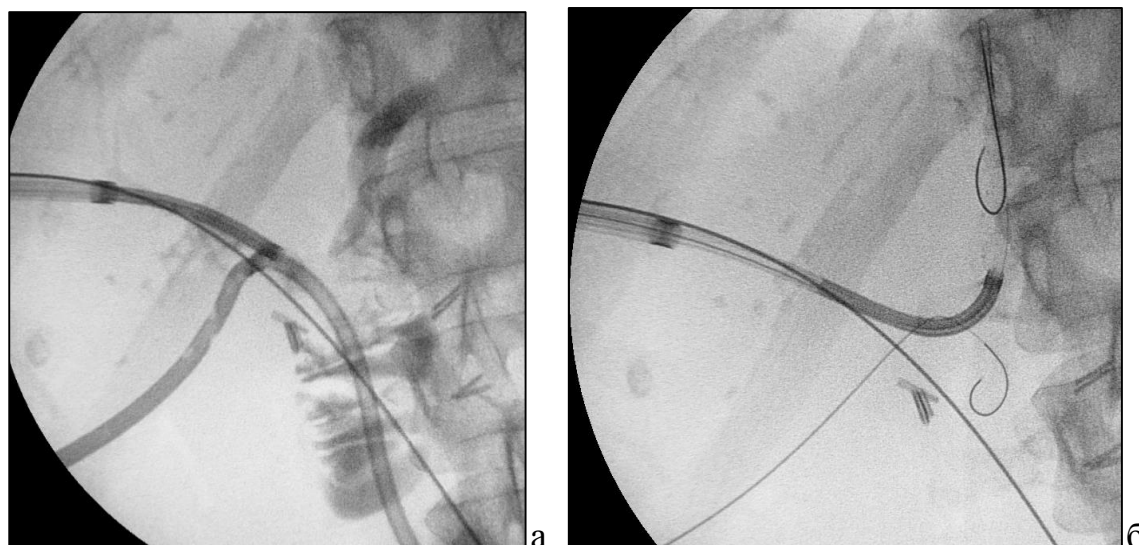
Рентгенограммы этапов проведения холангиоскопии с помощью Spyglass Discover
